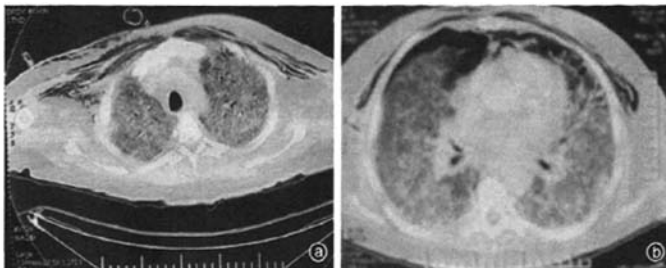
例 1 49 例男性甲型 H1N1 流感死亡患者胸部 CT 气胸改变 通气后 14 d, 双上肺密度增高, 呈磨玻璃样改变, 双侧前胸壁皮下软组织内见气体密度影(a); 通气后 37 d, 双肺呈磨玻璃样改变, 可见斑片状致密影和含气支气管影, 双肺多发泡状透亮区, 右胸腔及双侧前胸壁皮下软组织可见气体密度影(b)
